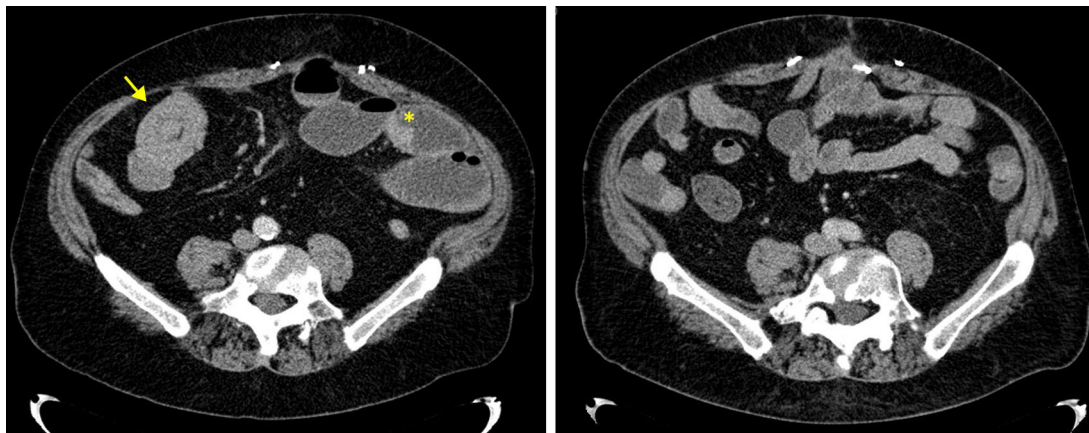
Tomografía axial del abdomen donde se muestra la invaginación causante de la oclusión intestinal (izquierda, flecha) y la presencia de otros implantes tumorales (izquierda, asterisco). Foto derecha, control a los 12 meses de la cirugía donde se observa la desaparición de las lesiones intestinales de metástasis de melanoma.
